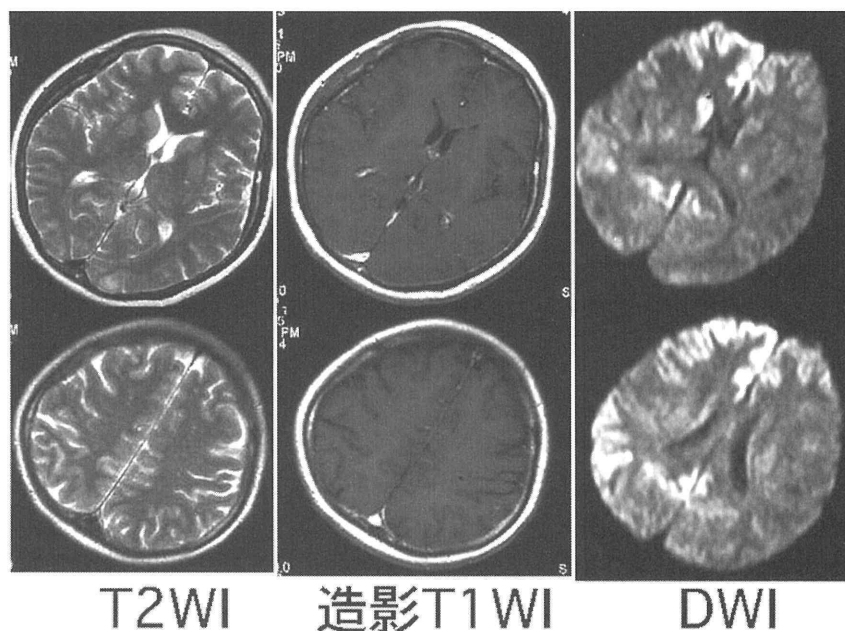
MRI (初回、2002年7月)。
